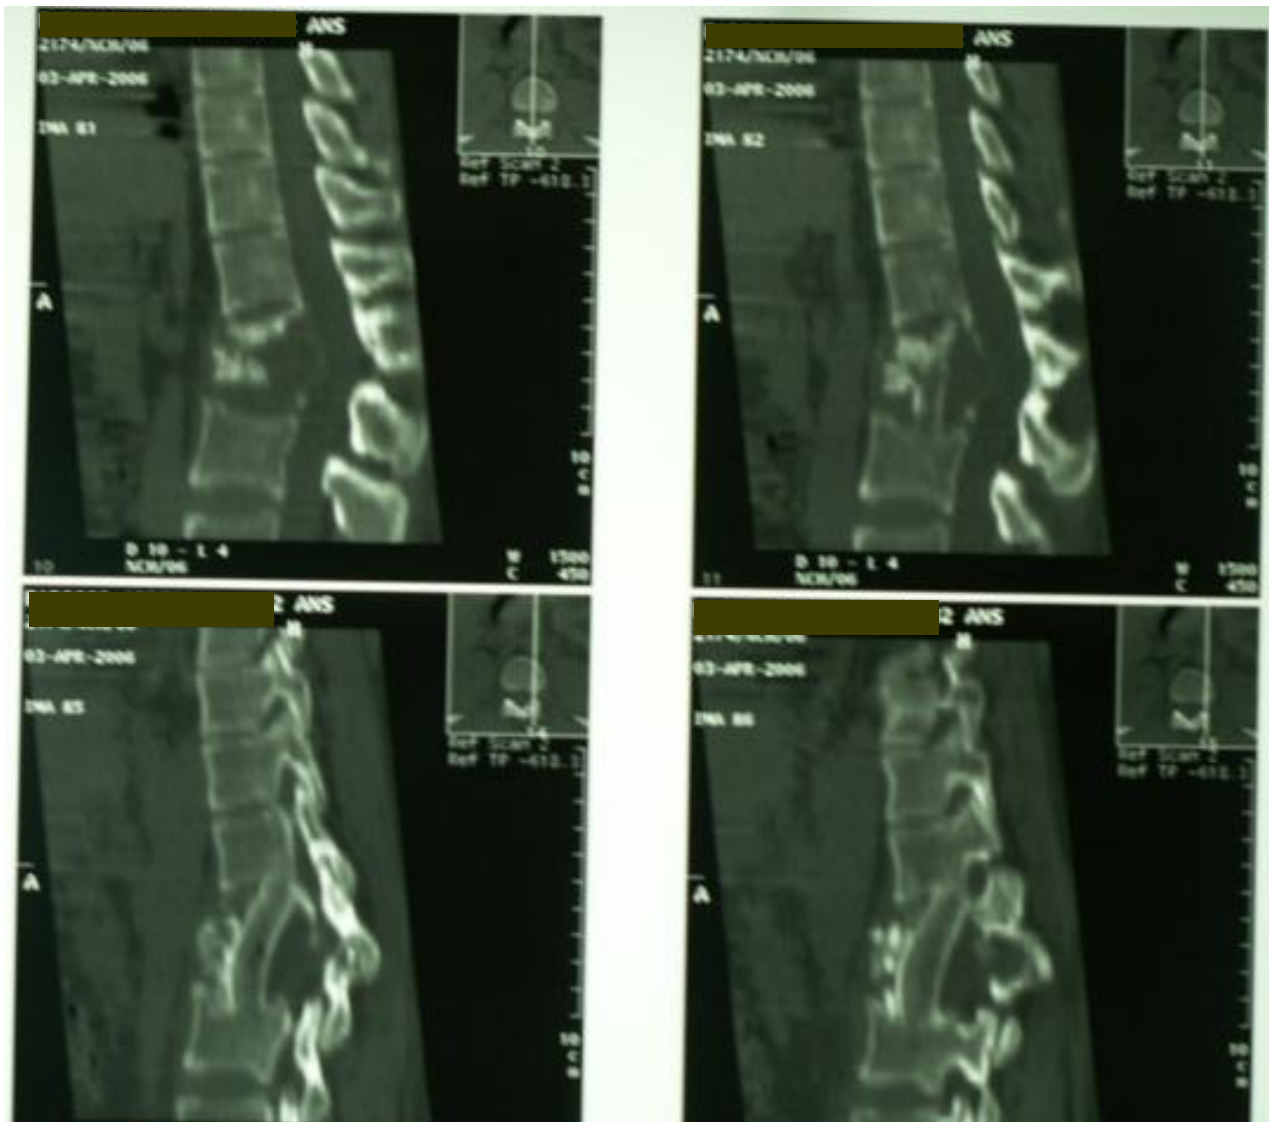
Image de coupes sagittales de TDM post opératoire montrant le greffon iliaque en place.
